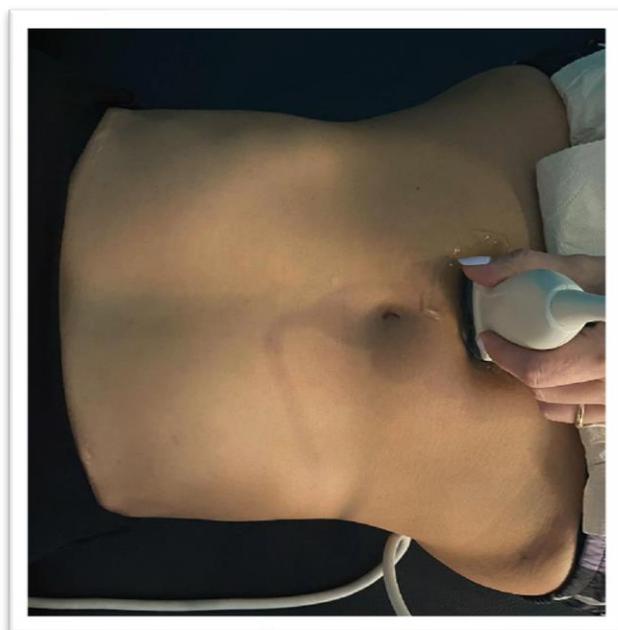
USG da parede abdominal. À esquerda, posicionamento do cabeçote. À direita, imagem a partir do cabeçote plano para estruturas superficiais.
